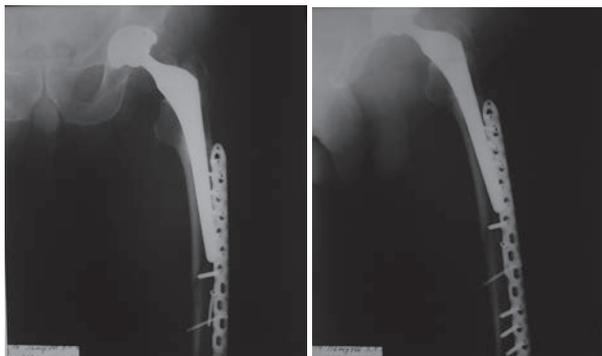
Рентгенограммы пациента П. после остеосинтеза левой бедренной кости диафизарной пластиной.
